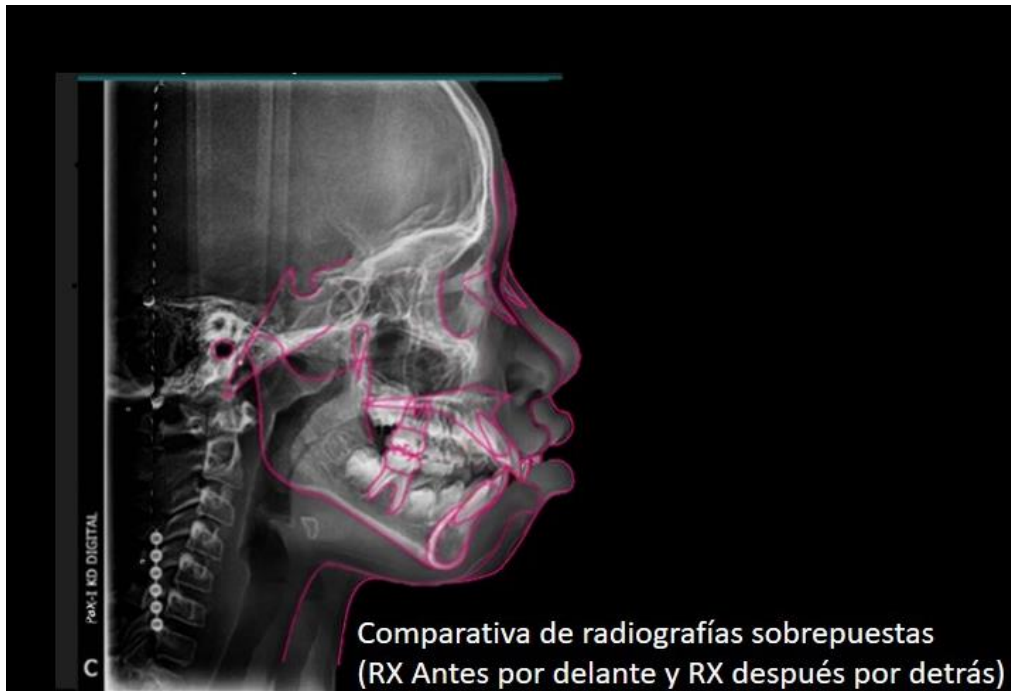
Radiografías. Cefalogramaa laterales de cráneo con trazado (Steiner) sobrepuestos antes y después.
